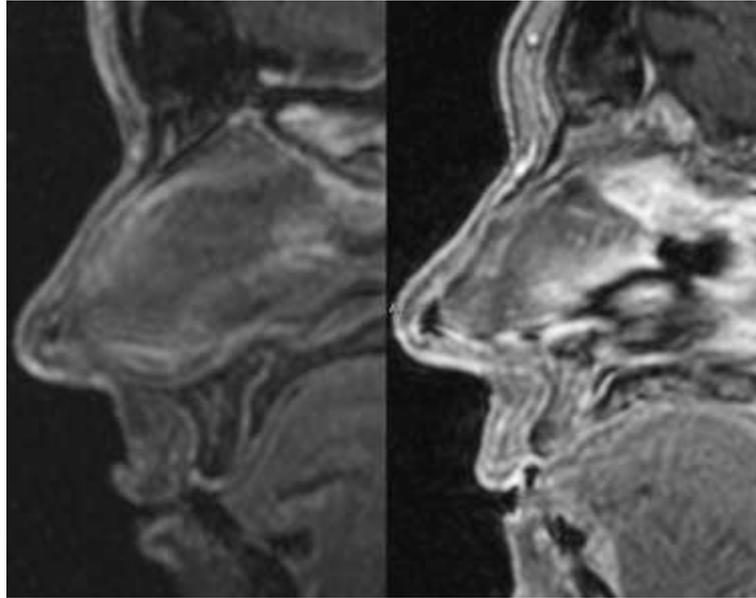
Comparaison de deux profils labiaux issus d'IRM. A gauche : une personne jeune « classique », à droite : une personne âgée « classique » (Iblher N. et al, 2008)
